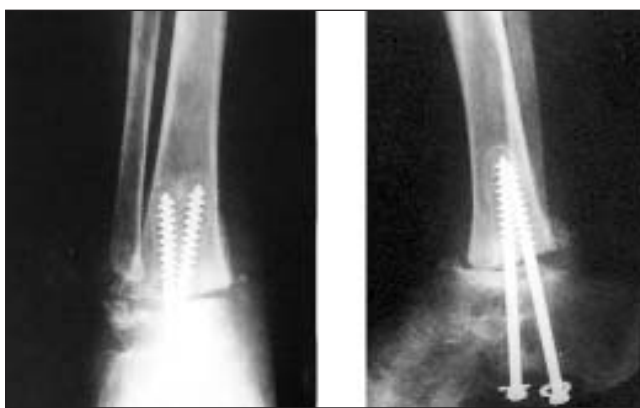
Группа сравнения: рентгенограмма через 10 мес после артродеза и синовэктомии (артродез не состоялся, сформировался болтающийся ложный сустав)
